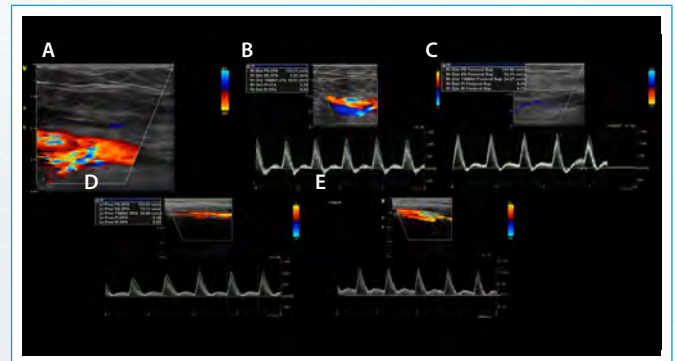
Estudio de eco Doppler arterial normal de miembros: flujo trifásico en Arteria femoral común (A, B), y femoral superficial (C); flujo monofásico en las arterias pedias (D, E)
